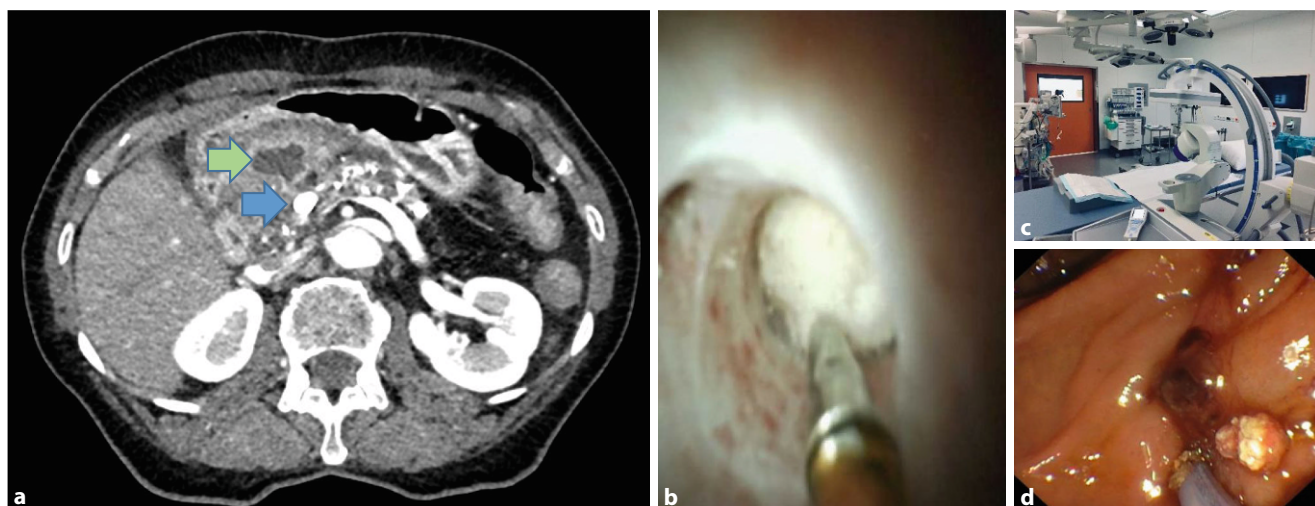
▲ Computertomographische Bildgebung bei einer Patientin mit chronischer Pankreatitis (a). Proximal gelegenes Pankreasgangkonkrement (blauer Pfeil) bei Pankreasgangstenose und angrenzendem entzündlichem Verhalten (grüner Pfeil). Da die Patientin aufgrund wiederholter Schübe konstitutionell einer Operation nicht zugänglich war, erfolgte die mehrzeitige kombinierte endoskopische Steinbehandlung mittels pankreatikoskopiegestützter elektrohydraulischer Lithotripsie (b) und extrakorporaler Stoßwellenlithotripsie (c) mit letztlich erfolgreicher Fragmentierung und Steinextraktion (d). Anschließend Stenostherapie mit Pankreasgangstent. (Mit freundl. Genehmigung © Medizinische Klinik und Poliklinik II, LMUKlinikum. Alle Rechte vorbehalten)
